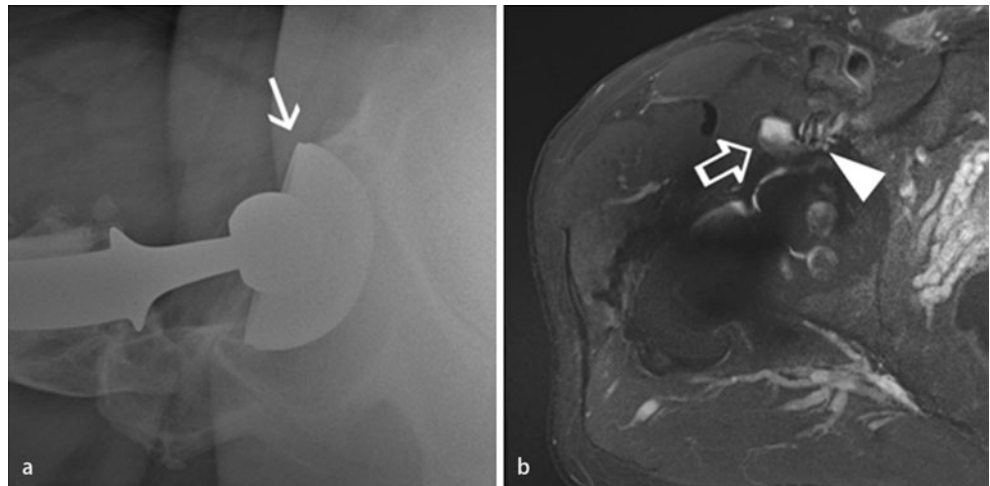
▲ a Axiales Röntgenbild bei Patient mit Hüftprothese rechts: verminderte Anteversion der Acetabulumkomponente mit hervorstehendem anterioren Metallrand (*weißer Pfeil*); b Iliopsoassehnen-Impingement mit Erguss in der Bursa iliopsopectinea (*offener, weißer Pfeil*) und streifiger Reizung der Iliopsoassehne (*weiße Pfeilspitze*)
